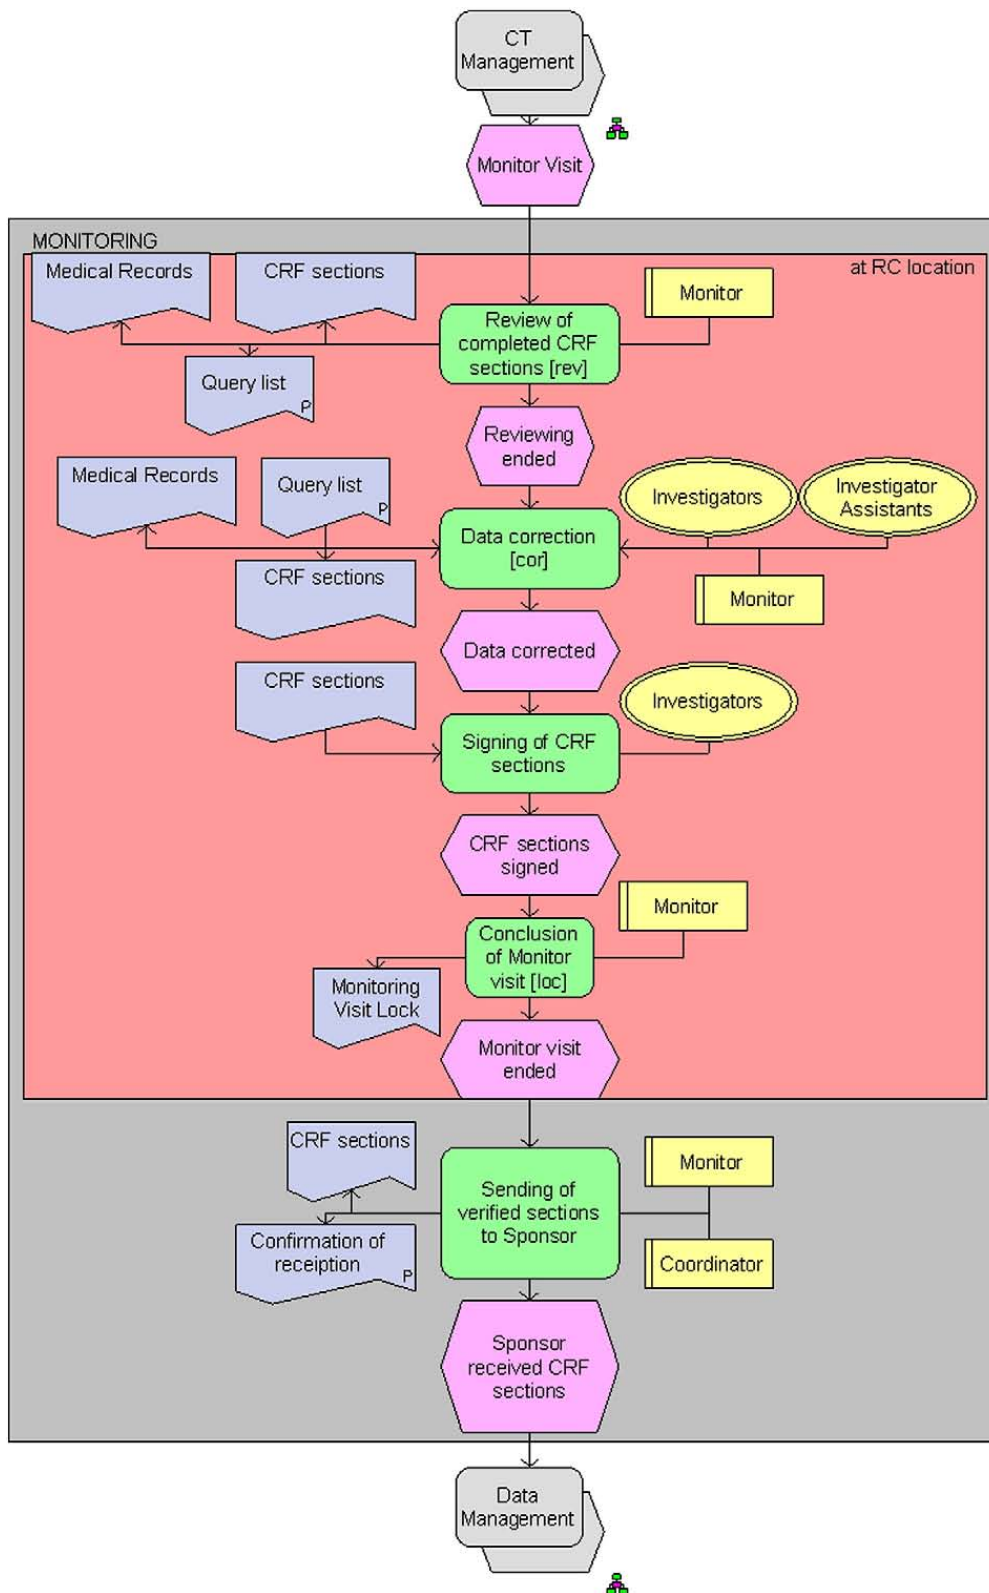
PDC Monitoring model (CT – clinical trial, CRF – Case Report Form).
